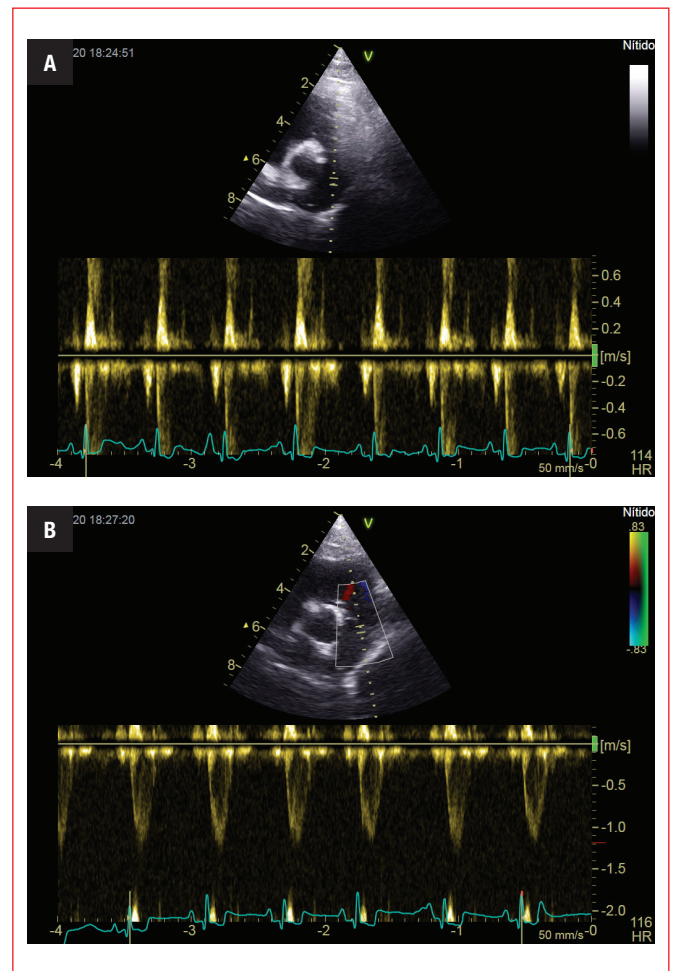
Modificación de la Línea base, en el Doppler espectral. Doppler pulsado a nivel de flujo transvalvular pulmonar. (A) Línea base muy baja, obsérvese el efecto de aliasing en la onda Doppler de flujo transpulmonar. (B) Imagen del espectro Doppler tras modificar la línea base.
